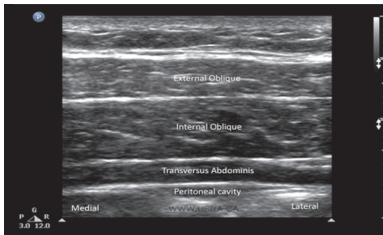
超声实时引导下穿刺针针尖行进至神经筋膜层影像
